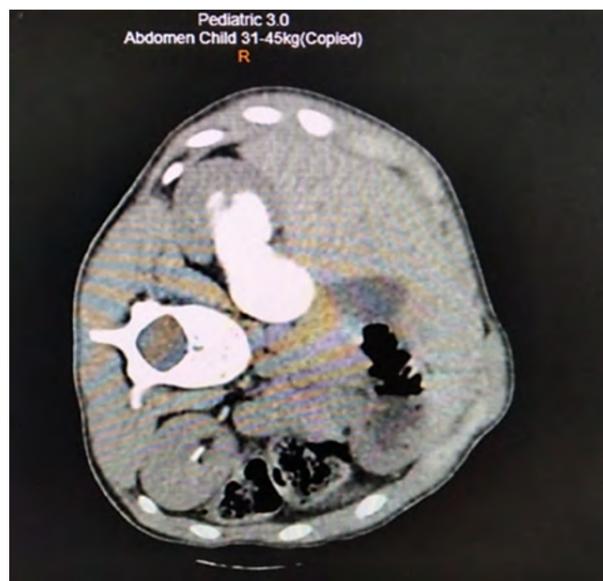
Томограмма пациента с ВГ. Положение пациента в томографе на здоровом боку
